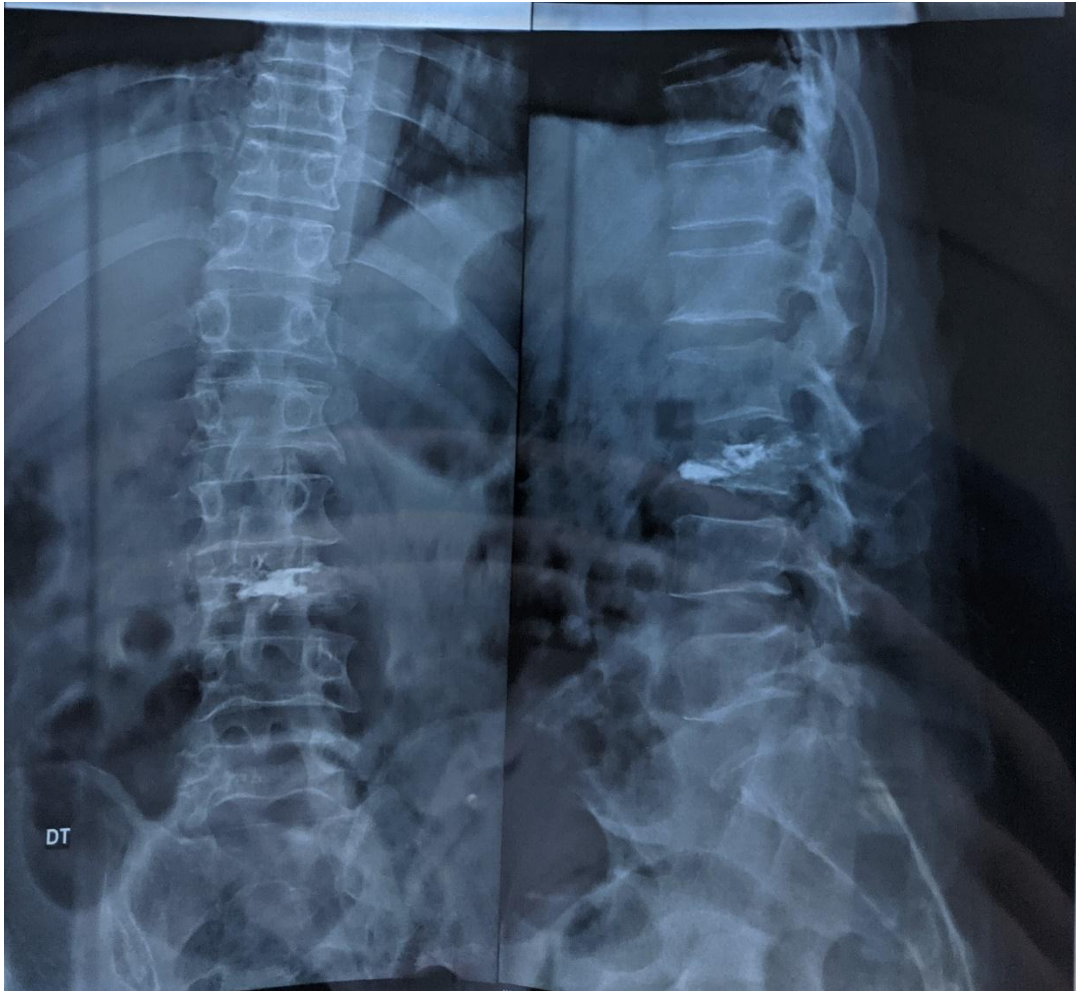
Radiographie du rachis dorso-lombaire face et profil de contrôle post-vertébroplastie
